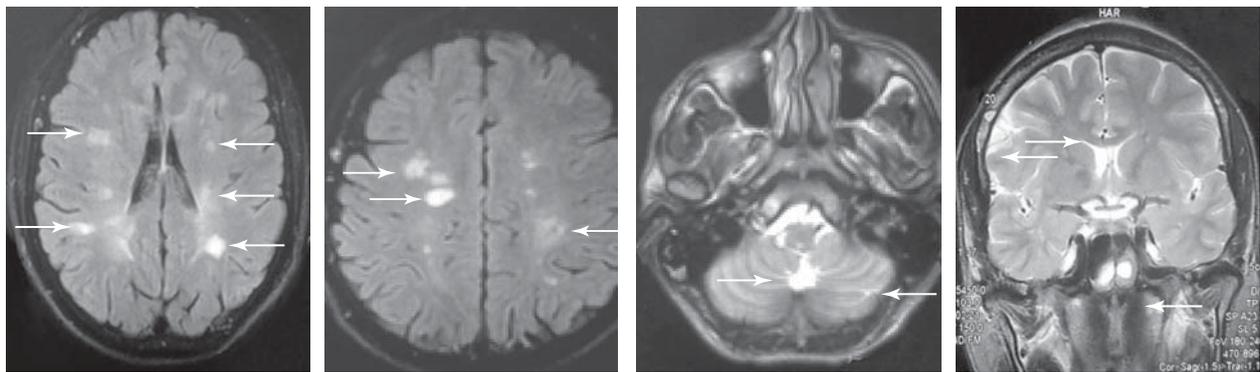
Магнитно-резонансная томография головного мозга больного Г., 31 год, страдающего хронической интоксикацией тропикамидом. Стрелками показаны очаги демиелинизации
